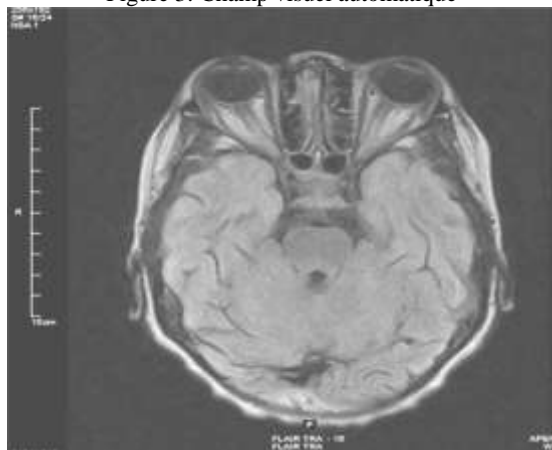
IRM orbito cérébrale en coupe axiale T1
